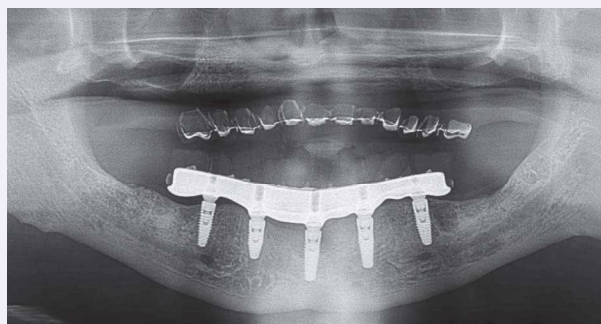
Radiografia panorâmica final do caso apresentado.
